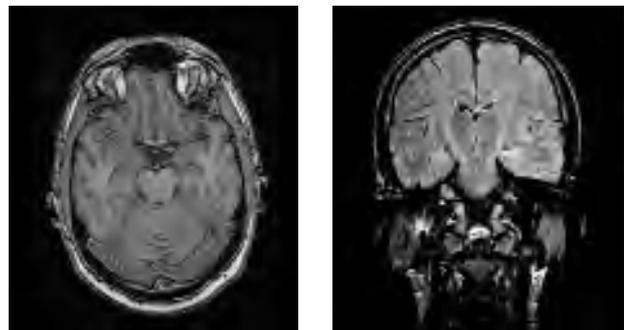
Esclerosis mesial temporal. A/ axial T1 (3D) con clara asimetría del volumen de los hipocampos, pequeño el izquierdo. B/ coronal FLAIR con señal hiperintensa y menor volumen del hipocampo izquierdo.
